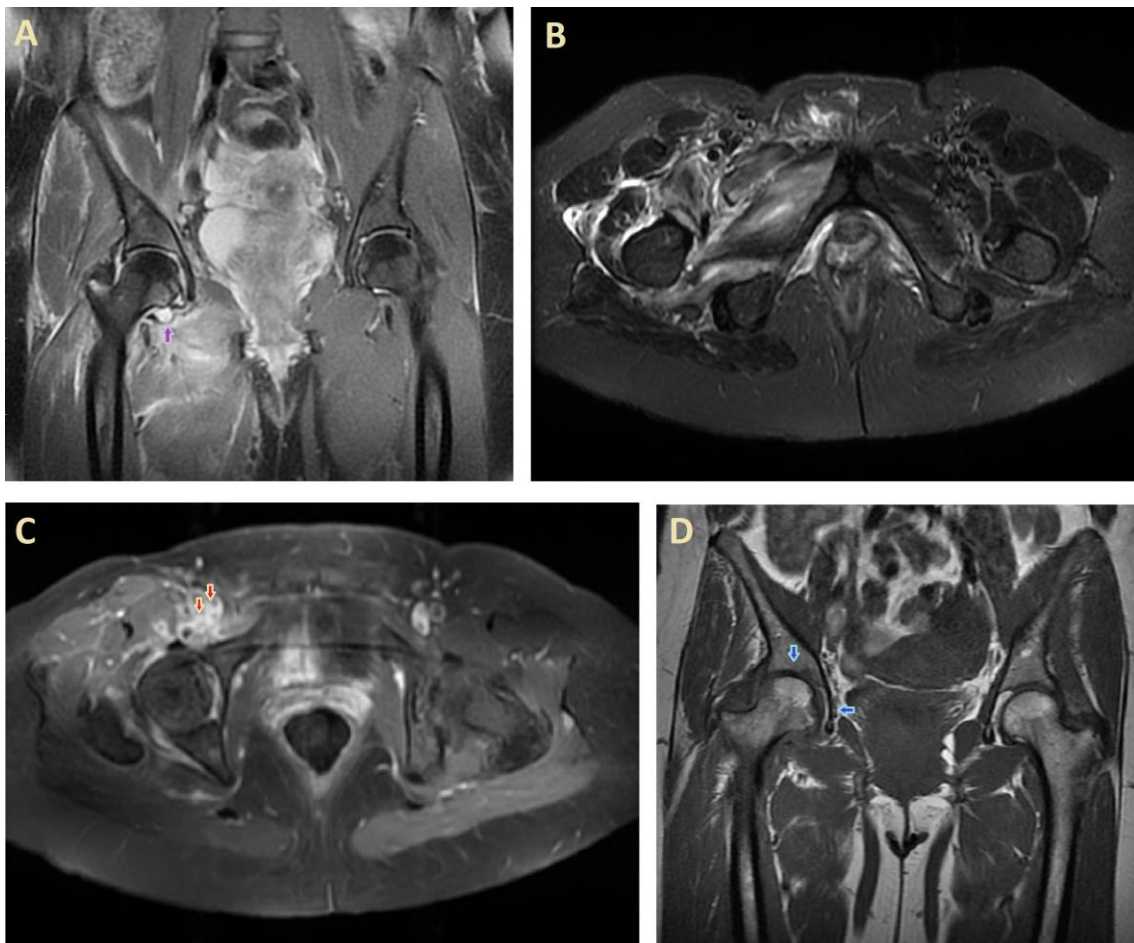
Artritis infecciosa de cadera derecha que se acompaña de distensión de la bursa del músculo iliopsoas e hiperintensidad de señal de la musculatura correspondiente a piomiositis. A: Corte sagital de RM potenciado en densidad protónica con supresión grasa en la que se puede observar derrame articular (flecha lila) e hiperintensidad de estructuras periarticulares derechas. B: Corte axial de RM potenciado en STIR donde se observa hiperintensidad de señal de la musculatura aductora derecha. C: Corte axial de RM potenciado en T1 con supresión grasa con contraste endovenoso donde se observan colecciones inferiores a 3mm (flechas rojas) en el seno de la musculatura aductora y en menor cantidad en el iliopsoas. D: Resonancia magnética de control aproximadamente un mes después de la urgencia donde se observa destrucción articular y pinzamiento del espacio articular residual (flechas azules).
